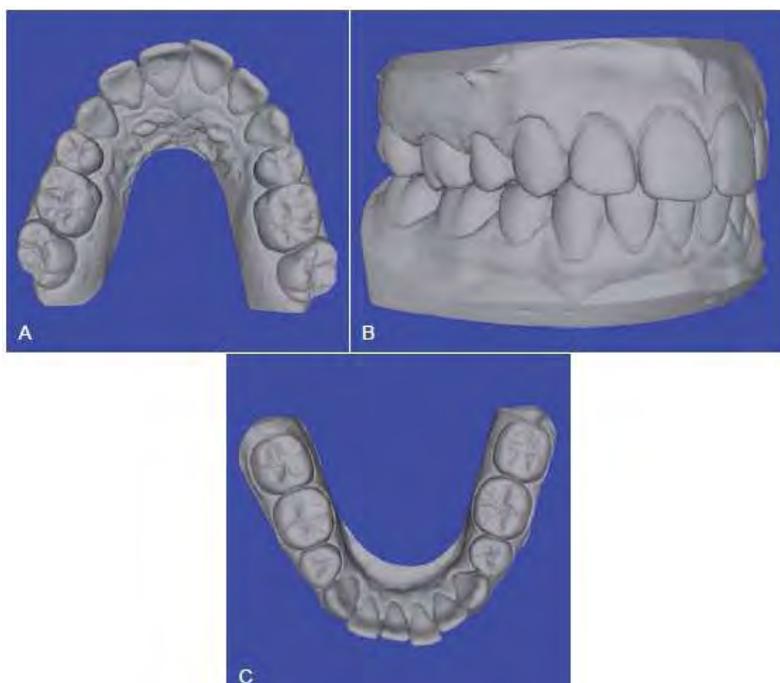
Modelos virtuales 3D generados por el escáner de la TC.<sup>46</sup>
